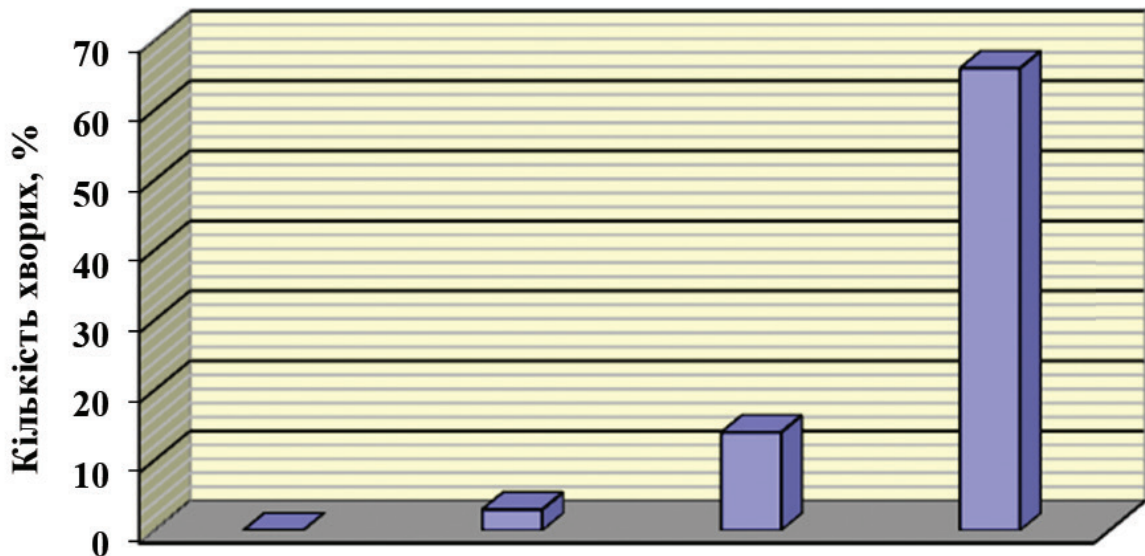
Розподіл хворих згідно даних КТ по шкалі Fisher
